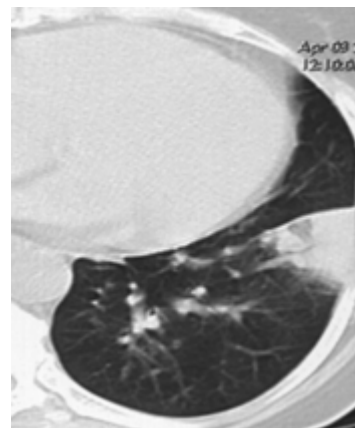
МСКТ. Инфаркт в нижней доле левого легкого.
